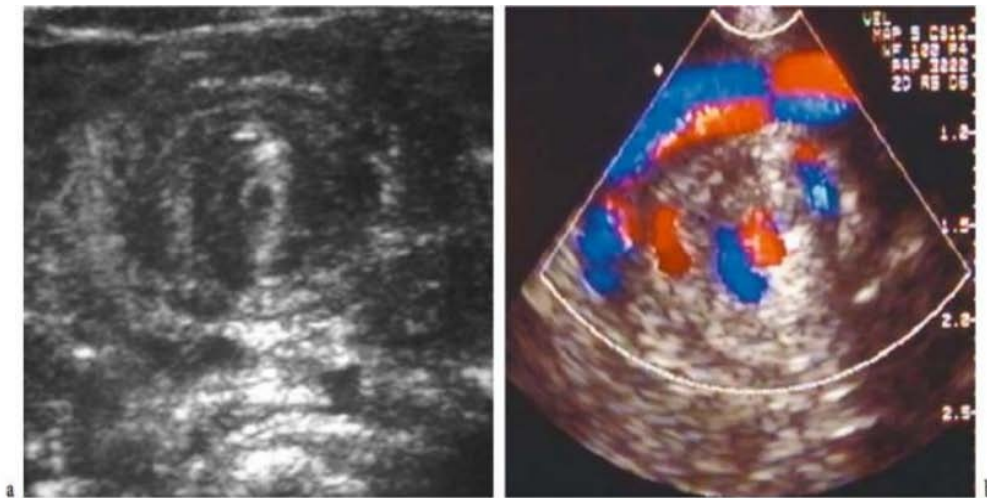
Echographie abdominale : a) Coupe transversale de la partie supérieure de l'abdomen montrant une torsion du grêle, du mésentère et de VMS autour de l'axe de l'AMS. b) Echo-doppler des vaisseaux mésentériques montrant l'enroulement de la VMS autour de l'AMS. [99]
